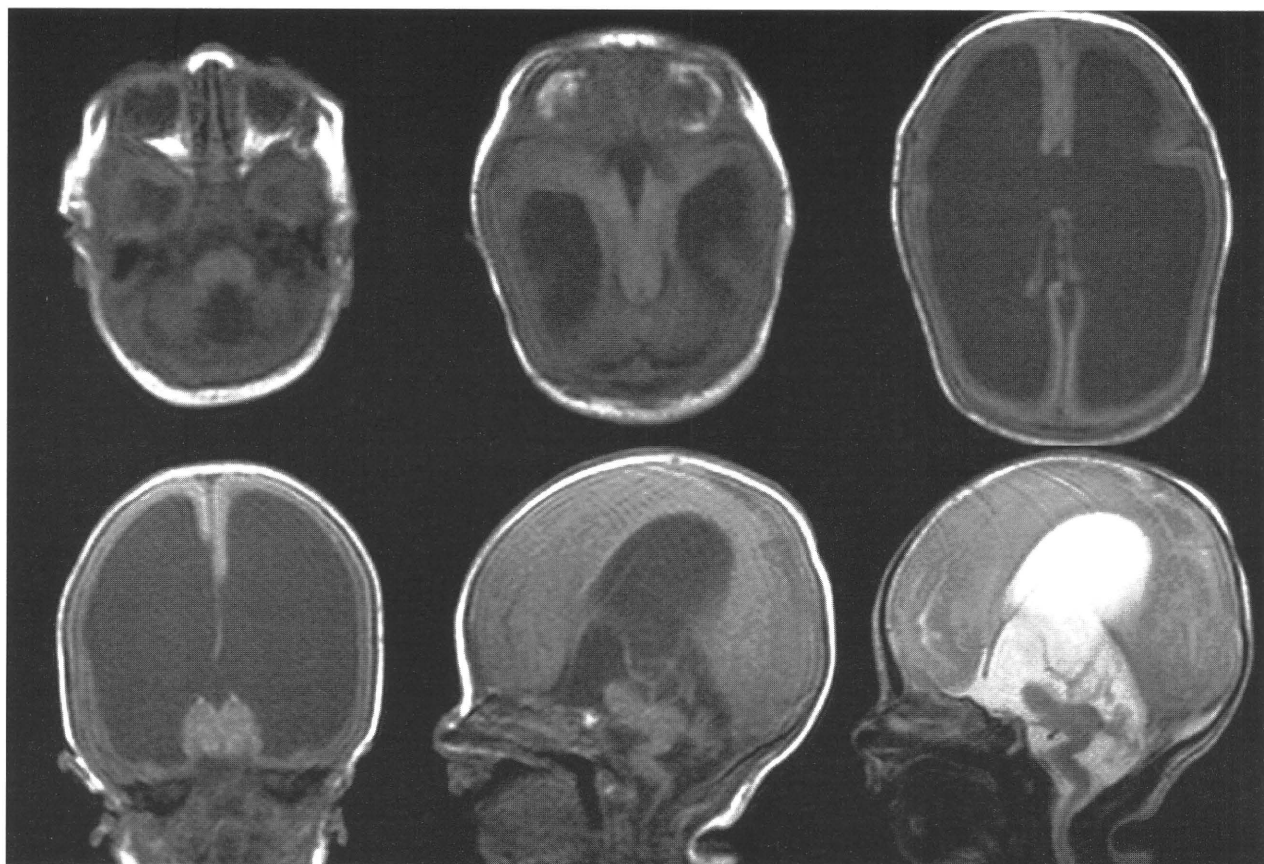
Postnatal MRI taken at 2 days after the birth demonstrated typical findings of WWS with marked hydrocephalus.
